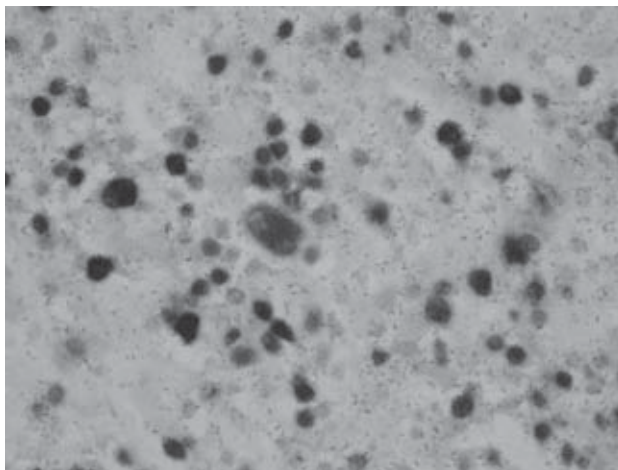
Biopsia por punción percutánea dirigida bajo TC. Hema-tolilina-eosina, 200x; densa proliferación de células linfoides atípicas con núcleos excéntricos e hiper cromáticos y varios nucléolos correspondiente a un linfoma difuso de células grandes.
